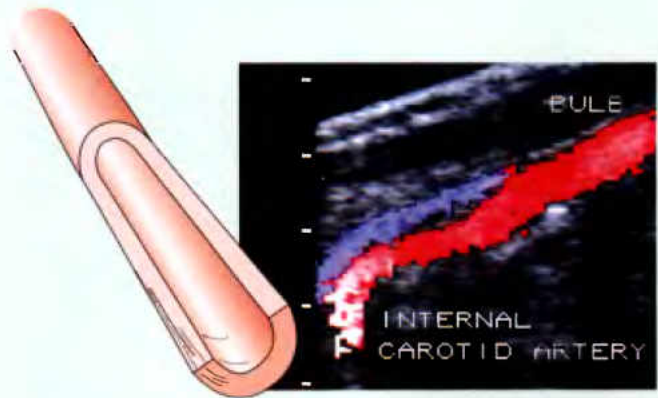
Étude du flux dans la carotide interne par Doppler en couleur. L'étude montre un flux sanguin normal.
